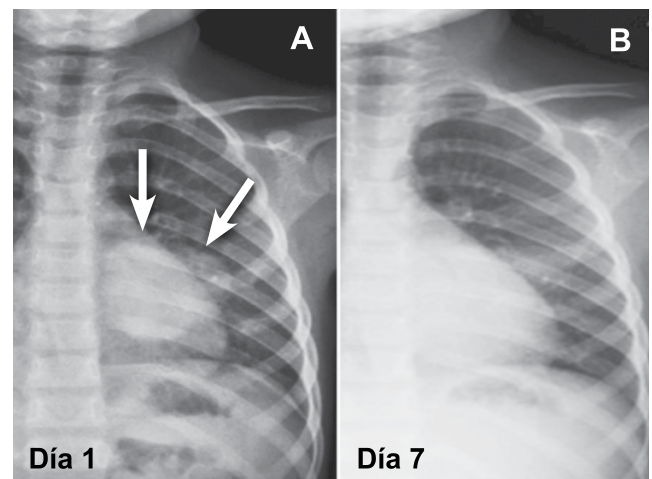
Seguimiento serial de las radiografías de tórax. (A) Primer día de ingreso. Se observa una radiopacidad homogénea redonda de bordes definidos en lóbulo inferior en pulmón izquierdo (flechas). (B) Séptimo día de ingreso, se observa resolución gradual del consolidado neumónico, después de 7 días de tratamiento con antibióticos.
